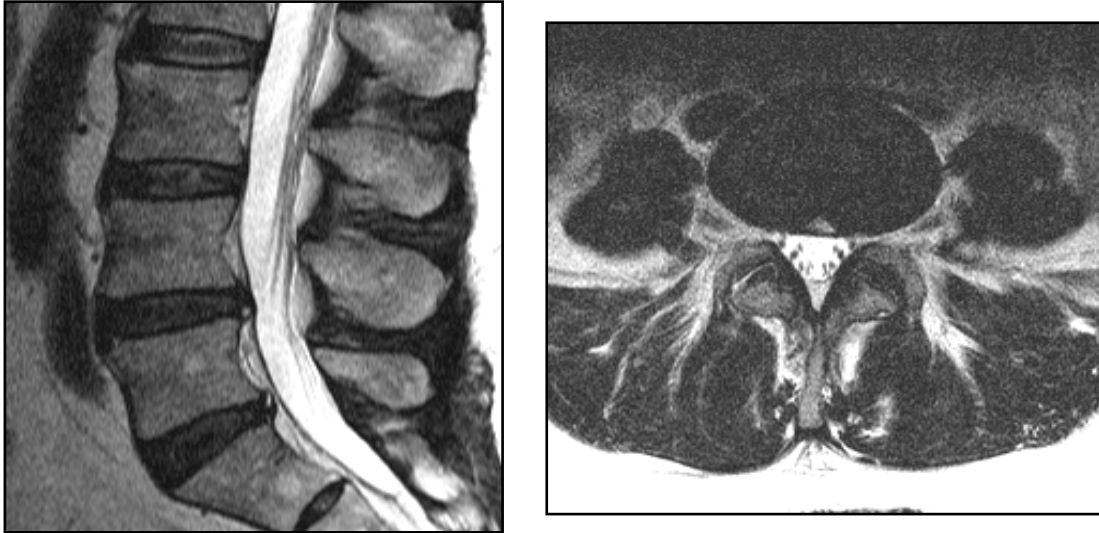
Sagittales und axiales T2gewichtetes MRT Bild der LWS. Transversaler Riss im Anulus fibrosus der Bandscheiben L4/5 und L5/S1 (CTund MRT Institut Dr.Rachinger).
